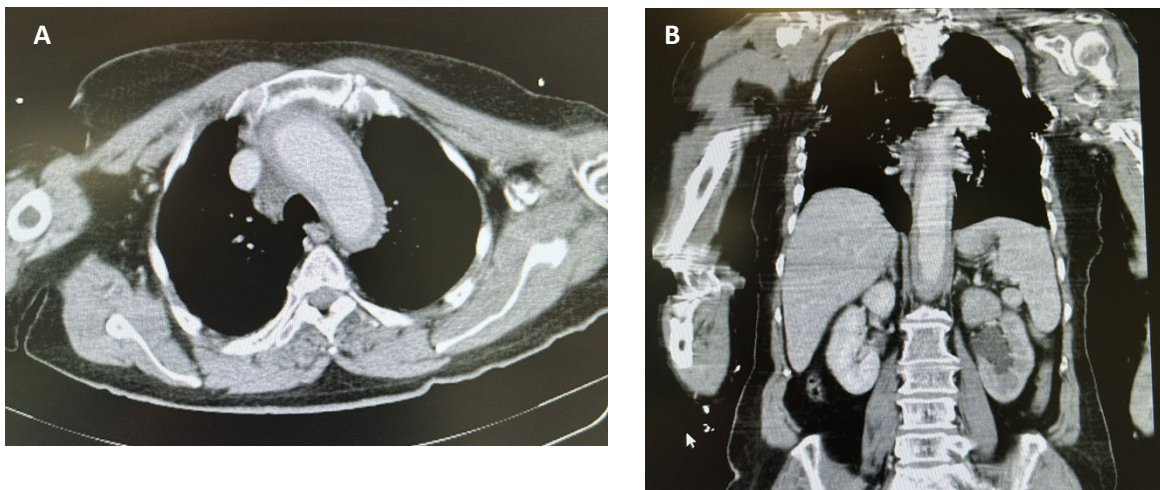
Imagens de TC toraco-abdominal-pélvico de espessamento difuso da parede da aorta, corte transversal (A) e corte coronal (B)
